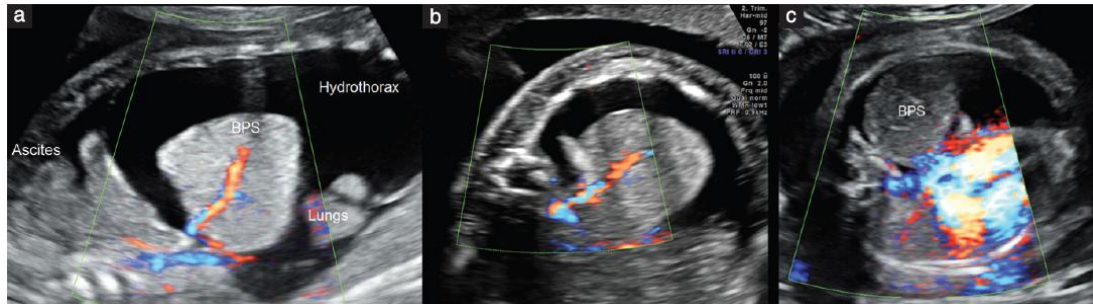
SBP captado por ecografía torácica. (a) Corte sagital que muestra un derrame pleural masivo, ascitis y una masa grande e hiperecogénica (BPS), que recibe su vascularización de un vaso que proviene de la arteria aorta descendente. (b) Corta transversal con Doppler durante la cirugía fetal, que muestra el SBP con su vaso nutricio y una aguja de 18-G que contiene en su interior una fibra láser. (c) Al final de la cirugía se observa la completa desaparición de la arteria nutricia. Modificado de Cruz-Martínez R, Méndez A, Dueñas-Riaño J, Ordorica-Flores R, Nieto-Zermeño J, Malagón-Salazar P, Medina-Noyola C, Rebollo-Fernández C⁷³.
